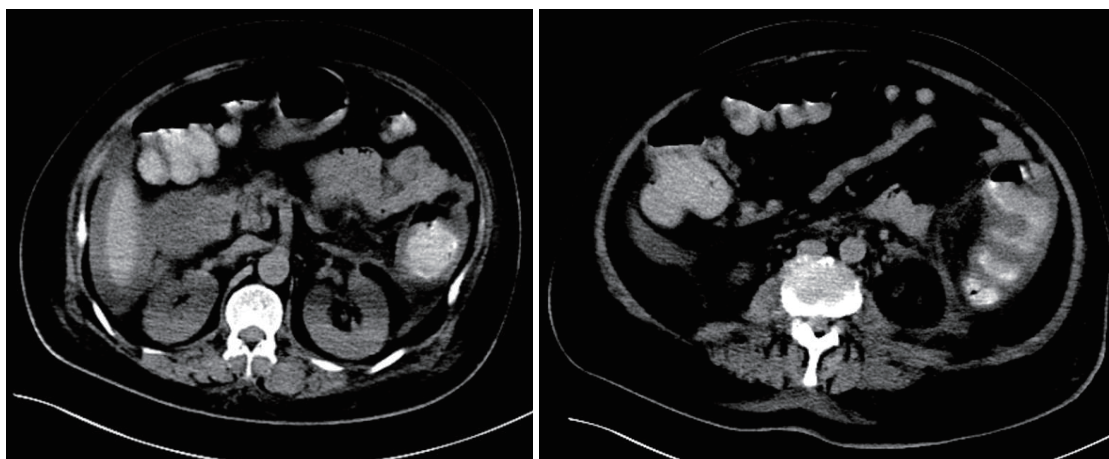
腹部CT显示结肠扩张, 降结肠乙状结肠直肠左中腹局部小肠肠管积气、扩张, 肠壁水肿(2019-3-15).
